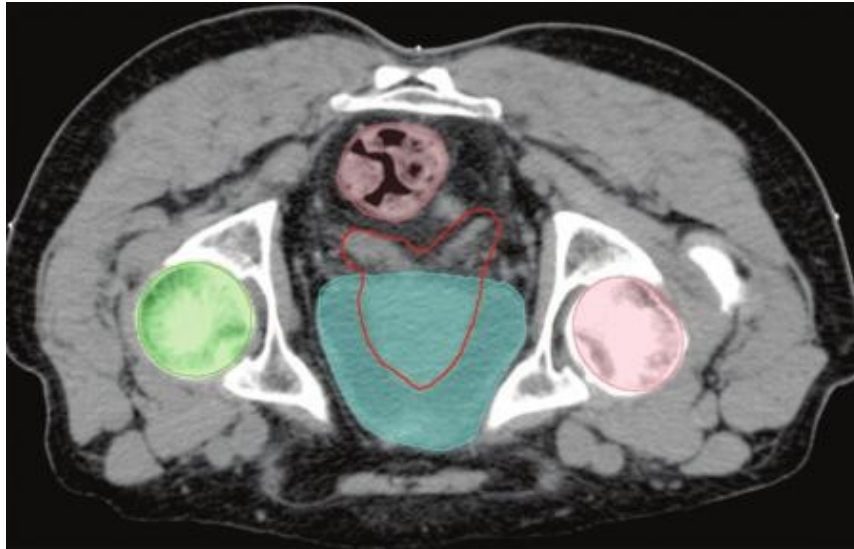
TC em decúbito ventral com codificação de cores sobrepostas mostra um *RT Structure Set*, que inclui o GTV (delineado em vermelho), os OAR (cabeças dos fêmures a verde e rosa, o reto a lilás e a bexiga a azul) e contorno do corpo (32).
